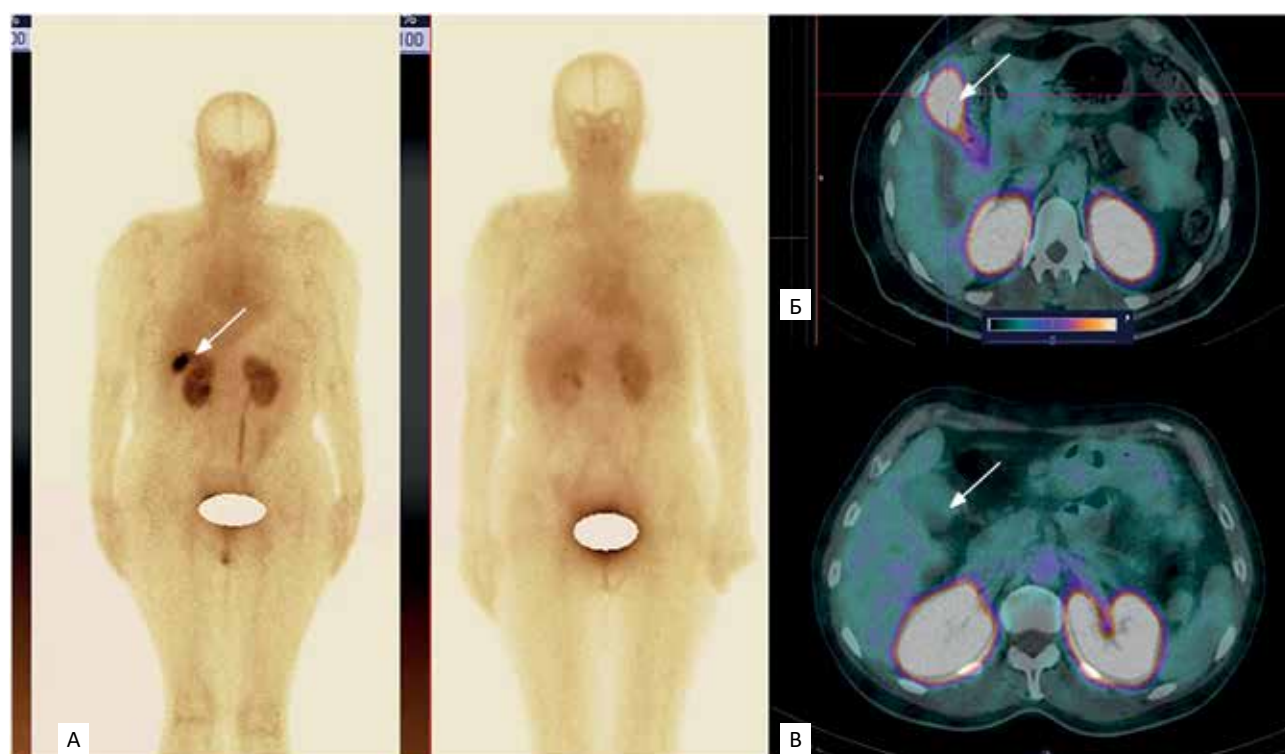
(А) — Планарные изображения (режим всего тела) в передней проекции пациентки 5 (слева) и пациентки 4 (справа) через 2 ч после введения ^{99m}Tc -ТГ. Визуализируется высокое поглощение РФП в желчном пузыре у пациентки 5 (стрелка). Верхнее значение окна шкалы составляет 100 % максимального количества импульсов. (Б) — ОФЭКТ/КТ пациентки 5 через 2 ч после инъекции ^{99m}Tc -ТГ. Визуализируется высокое поглощение РФП ($\text{SUV}_{\text{max}} = 20,89$) в желчном пузыре (стрелка). (В) — ОФЭКТ/КТ пациентки 4 через 2 ч после инъекции. В желчном пузыре патологического поглощения нет ($\text{SUV}_{\text{max}} = 2,87$) (стрелка)
